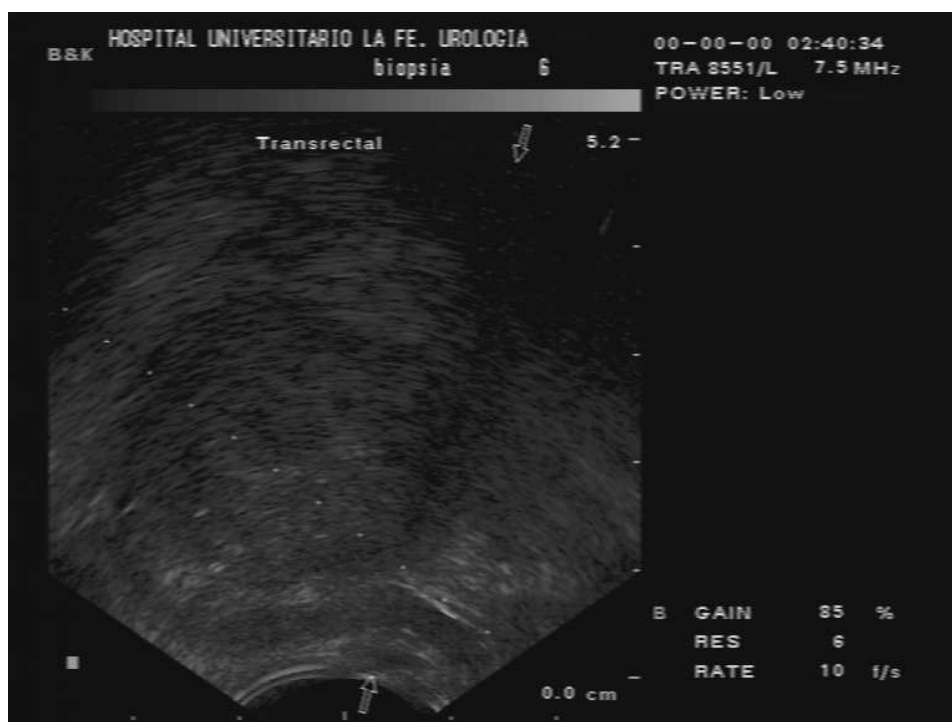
Imagen de ecografía transrectal tal y como se visualiza en el monitor del ecógrafo. La línea de puntos sobreimpresa indica la trayectoria que seguiría la aguja de la biopsia si se accionase el dispositivo de disparo en este instante.
